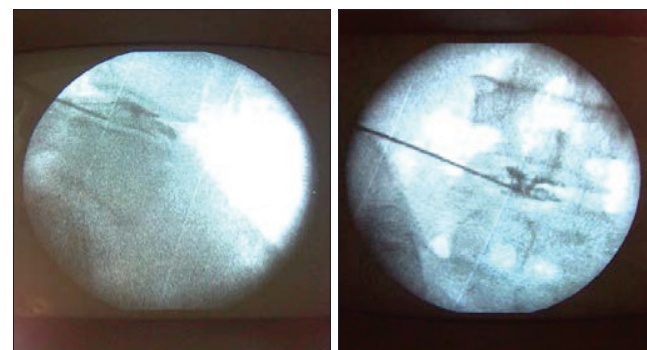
Фотоотпечаток с рентгенограмм ЭОП, дискография поясничного отдела позвоночника
